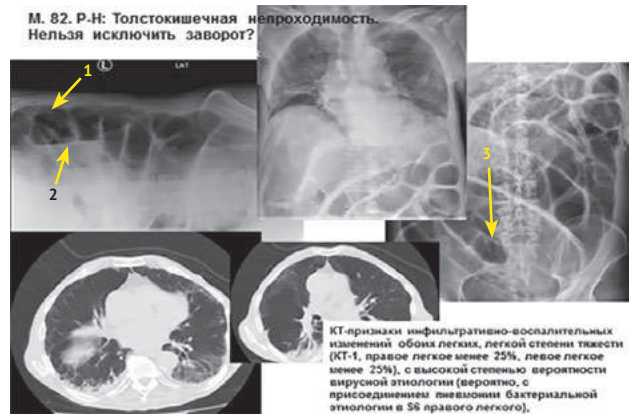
Рентгенограммы, компьютерная томография при поступлении. На рентгенограммах брюшной полости видны расширенные петли толстой и тонкой кишки (стрелка 1) с уровнями жидкости (стрелка 2) и расширенные петли сигмовидной кишки (стрелка 3 — симптом «кофейного зерна»)
